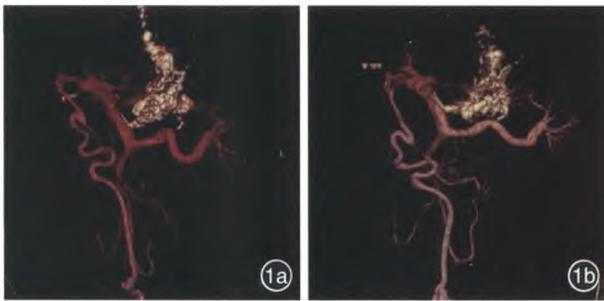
改良 PTVE 术后 CT 成像,显示组织胶仍存在于周围静脉曲张和供血静脉中 1a:治疗 6 个月后;1b:治疗 1 年后
